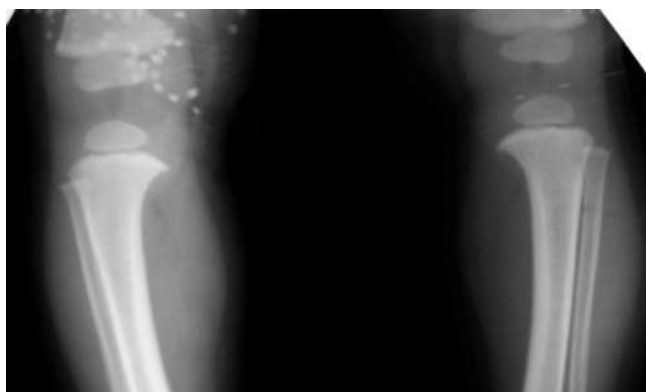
Рентгенограма хворого Р. Робоча гіпертрофія великогомілкової кістки.
